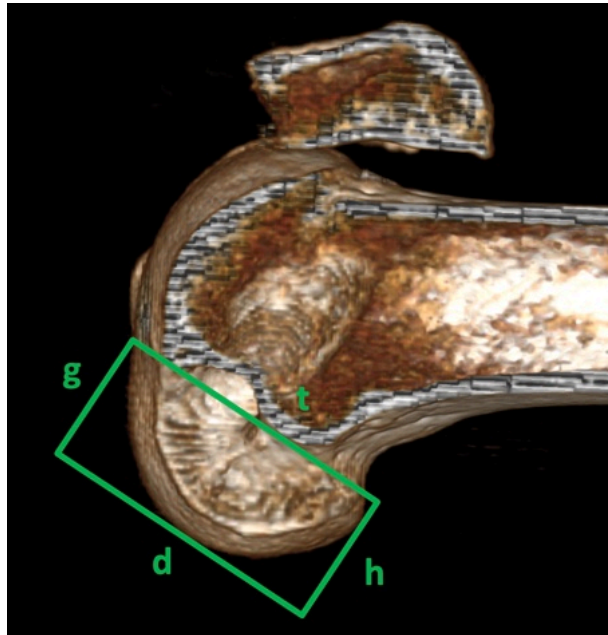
Компьютерная томограмма коленного сустава (3D-реконструкция) пациента Л. Сагиттальный срез бедренной кости. Расчет «координатного прямоугольника» по методу М. Bernard (пояснения в тексте) (собственное наблюдение)
